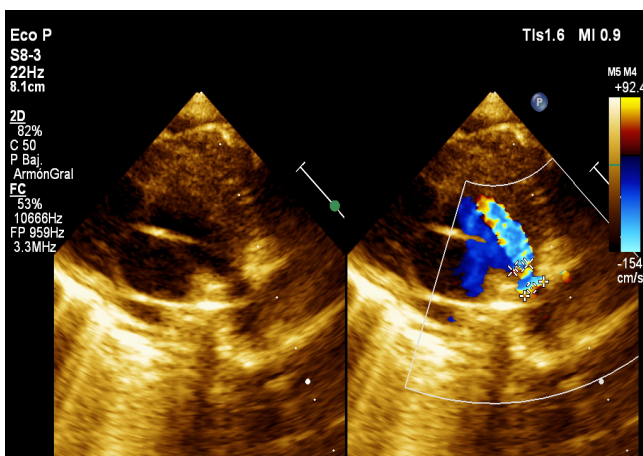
Ecocardiograma del recién nacido con cavidades cardíacas aumentadas de tamaño a predominio de cavidades derechas.
